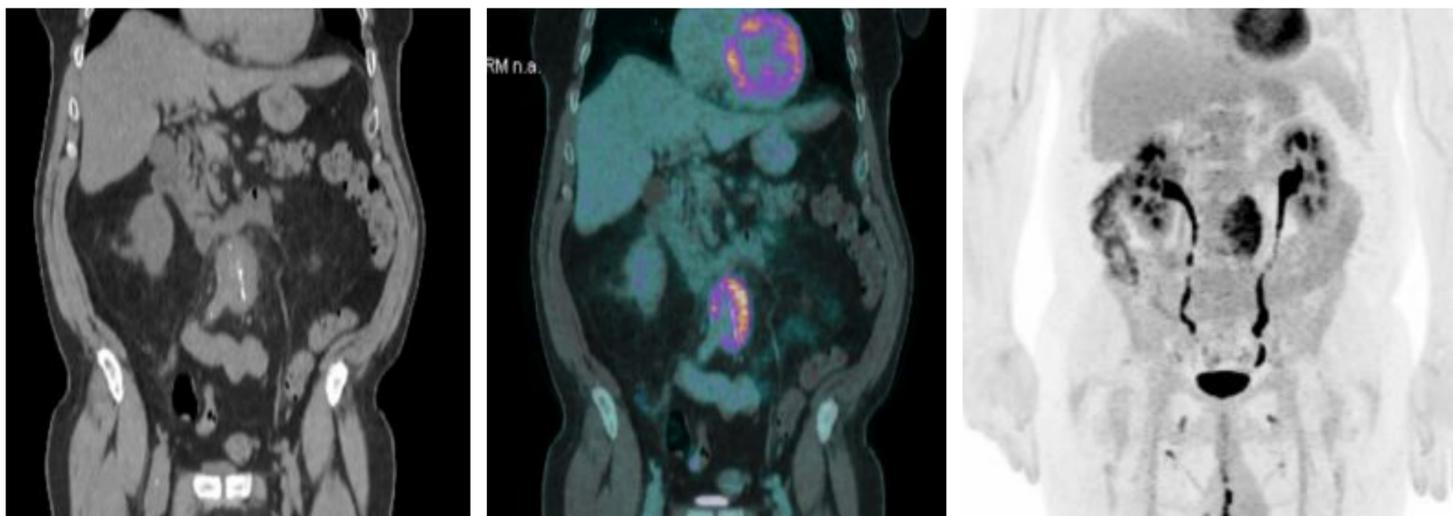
PET-TC Se aprecia aneurisma de aorta abdominal infrarenal que presenta una intensa hipercaptación metabólica (SUVmax=12,7) en las paredes del saco aneurismático indicando periaortitis muy activa.
